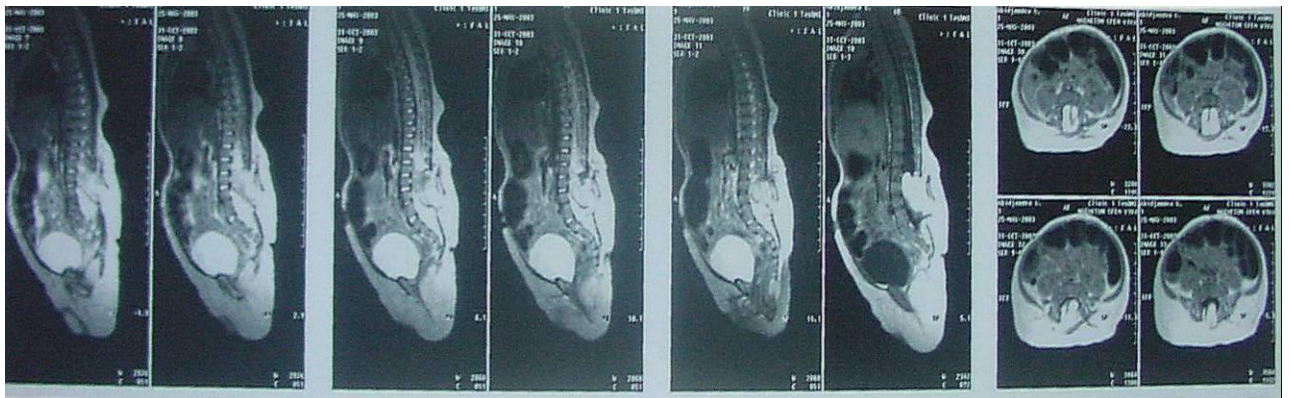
КТ позвоночного столба при спинно-мозговой грыже.
